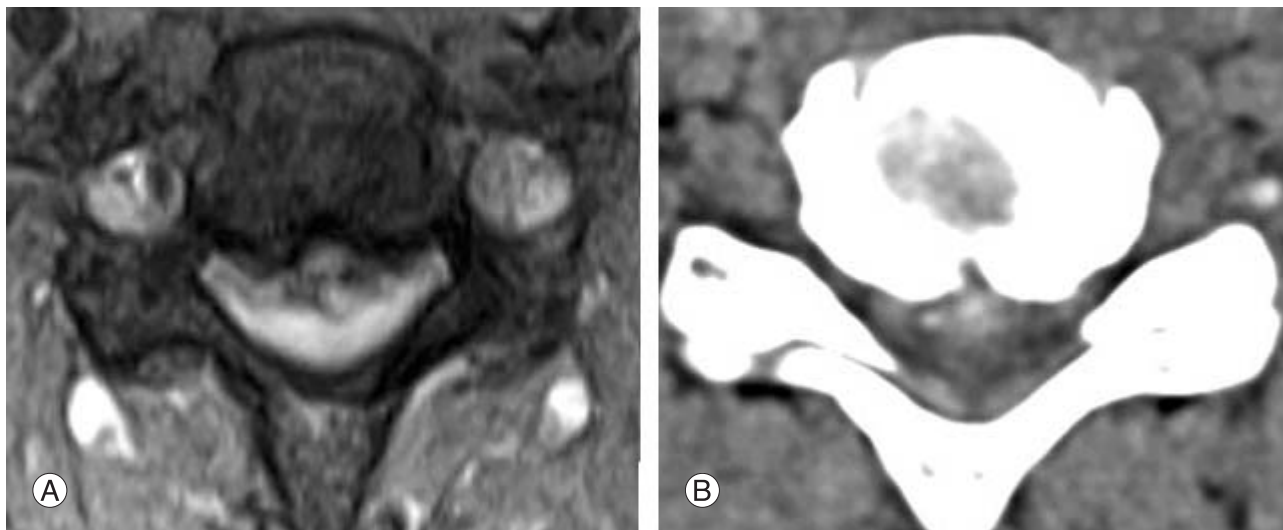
cervical myelopathy due to spondylotic bar on axial view of T2 WI MRI and CT.
